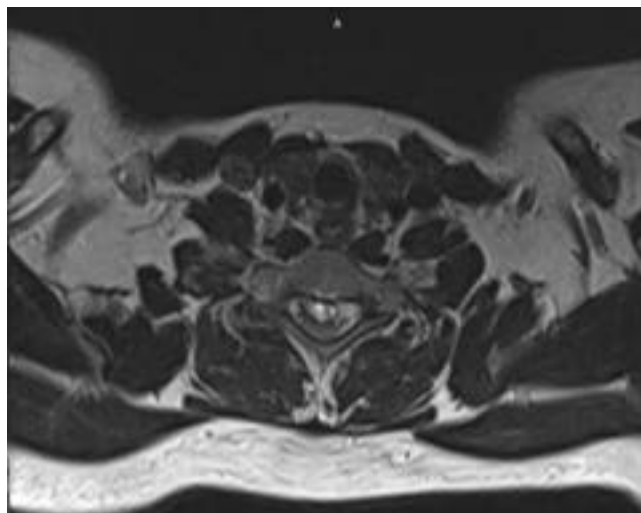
Axial Cervicothoracal MRI. The posterior fat pad and the hyperintensity rim around the anteriorly located hematoma (arrow).
